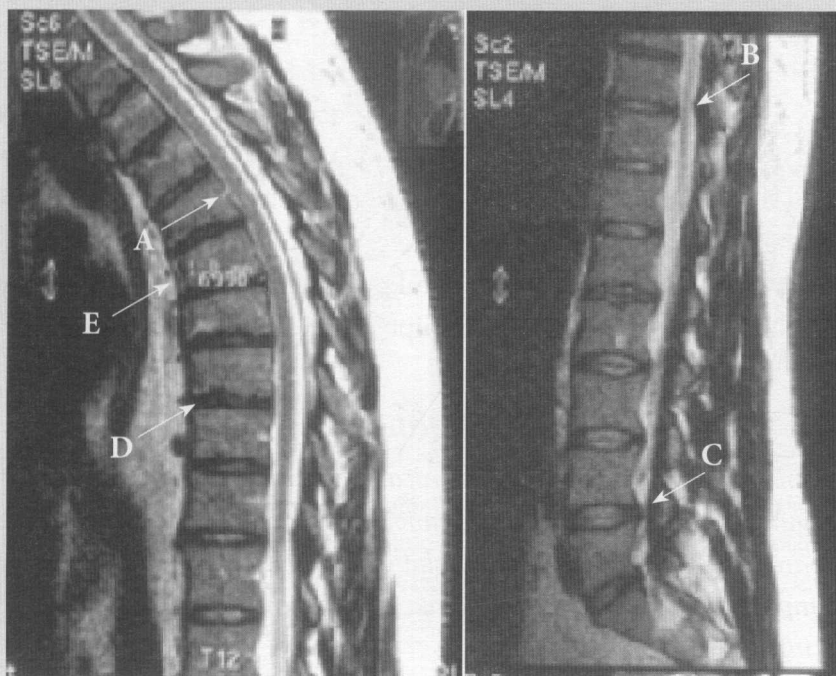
Pacientul S. Examenul IRM al regiunii toracice și lombare: A – Hipertrofia ligamentului longitudinal posterior și flav la nivelul Th3-Th10; B –Stenozarea canalului medular la nivelul Th8-Th11; C – Prolabarea discurilor intervertebrale L4-L5, L5-S1; D – Hernii Schmorl multiple la nivelul Th3-Th9; E –Cuneiformizarea vertebrelor Th3-Th9.
